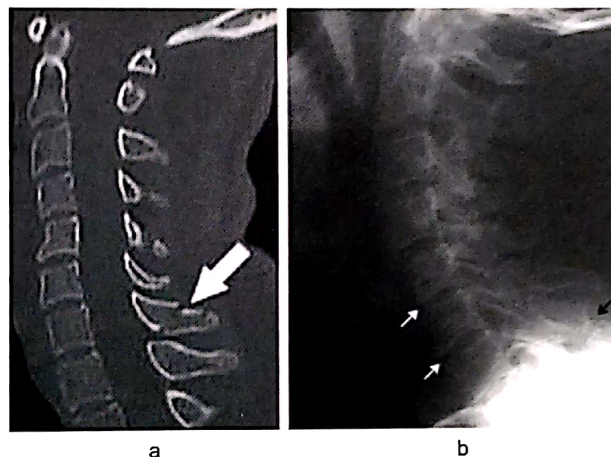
Fractură de apofiză spinoasă C6 – imagine CT (a) cu reconstrucție sagitală și imagine radiografică de profil (b).
